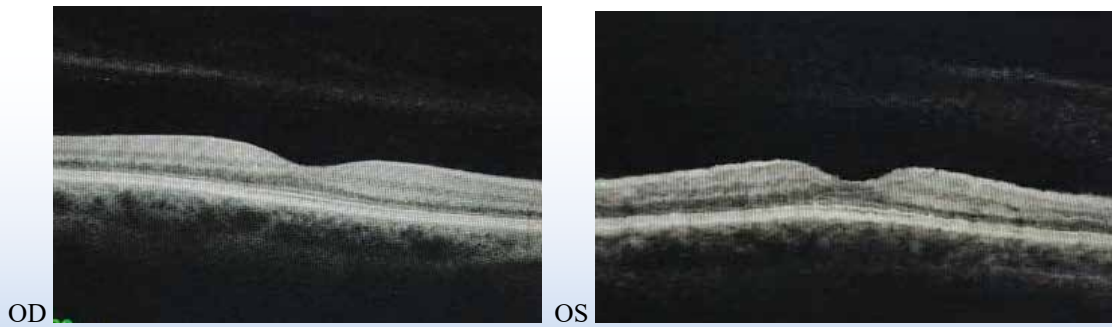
Оптическая когерентная томография макулярной зоны левого и правого глаза
